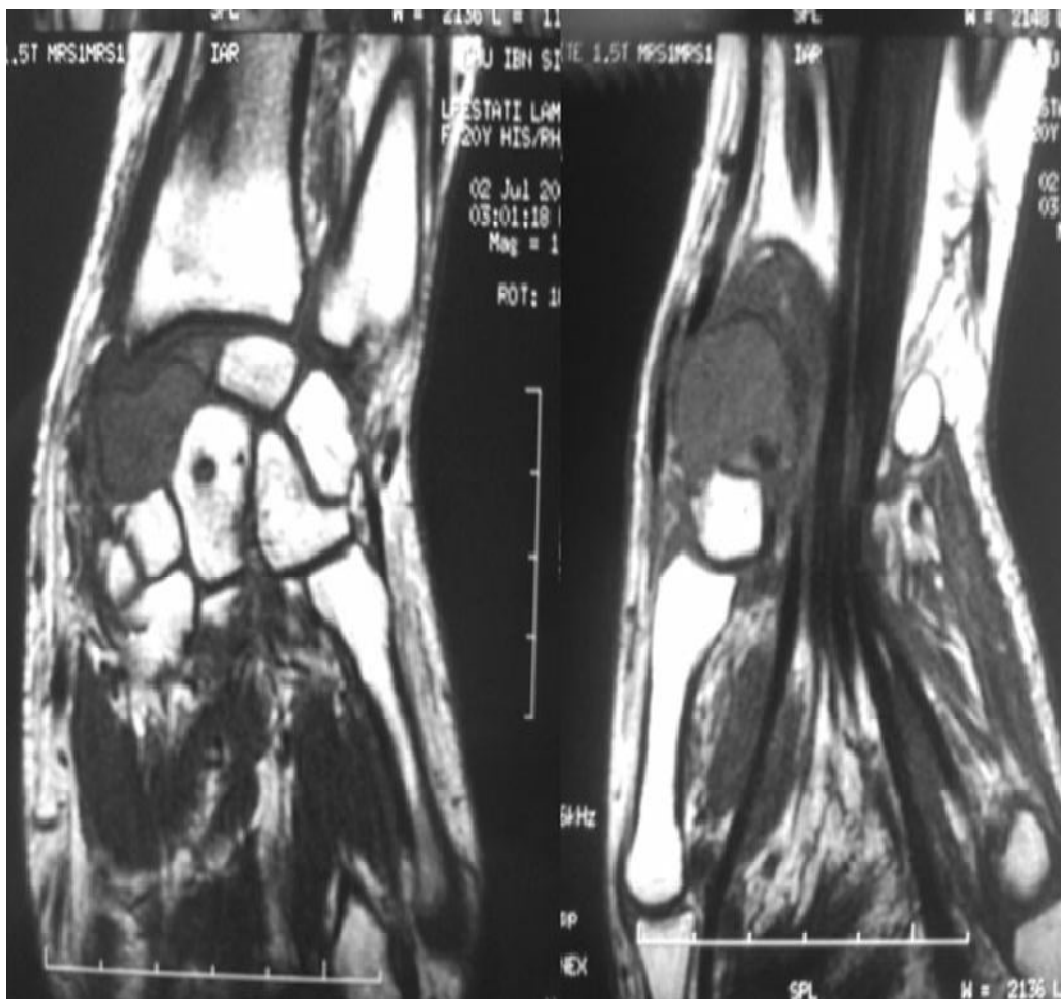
image de cliché de l'IRM montrant la lésion
